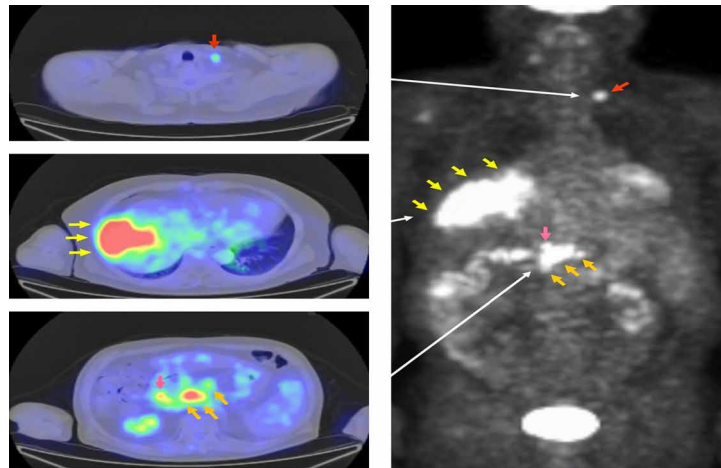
Позитронно-эмиссионная и компьютерная томография (ПЭТ/КТ) на 39-е сутки. Первичный очаг в печени увеличен до 95 мм с высоким уровнем накопления радиофармпрепарата (желтые стрелки). Сохраняется высокое накопление в лимфатическом узле позади ствола воротной вены (розовые стрелки). Вновь выявленные конгломераты лимфатических узлов с высоким накоплением вокруг головки поджелудочной железы, нижней полой вены и брюшной аорты (оранжевые стрелки). Отдаленный метастаз в шейный лимфатический узел размером 20 мм с высоким уровнем метаболической активности (коричневые стрелки).
